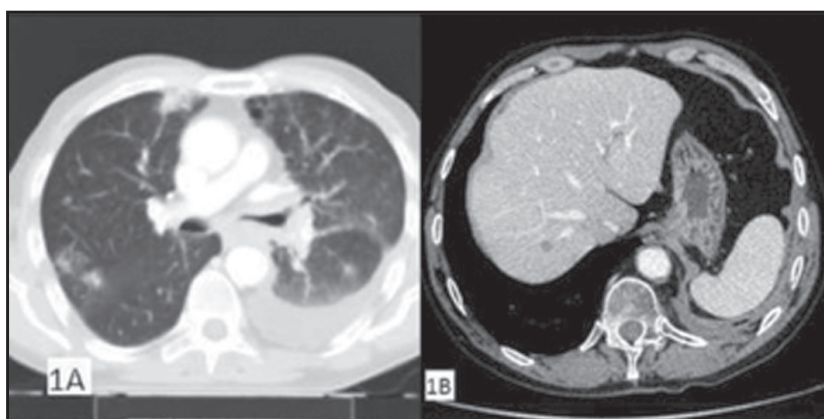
Tomografía computarizada de tórax e hígado.
